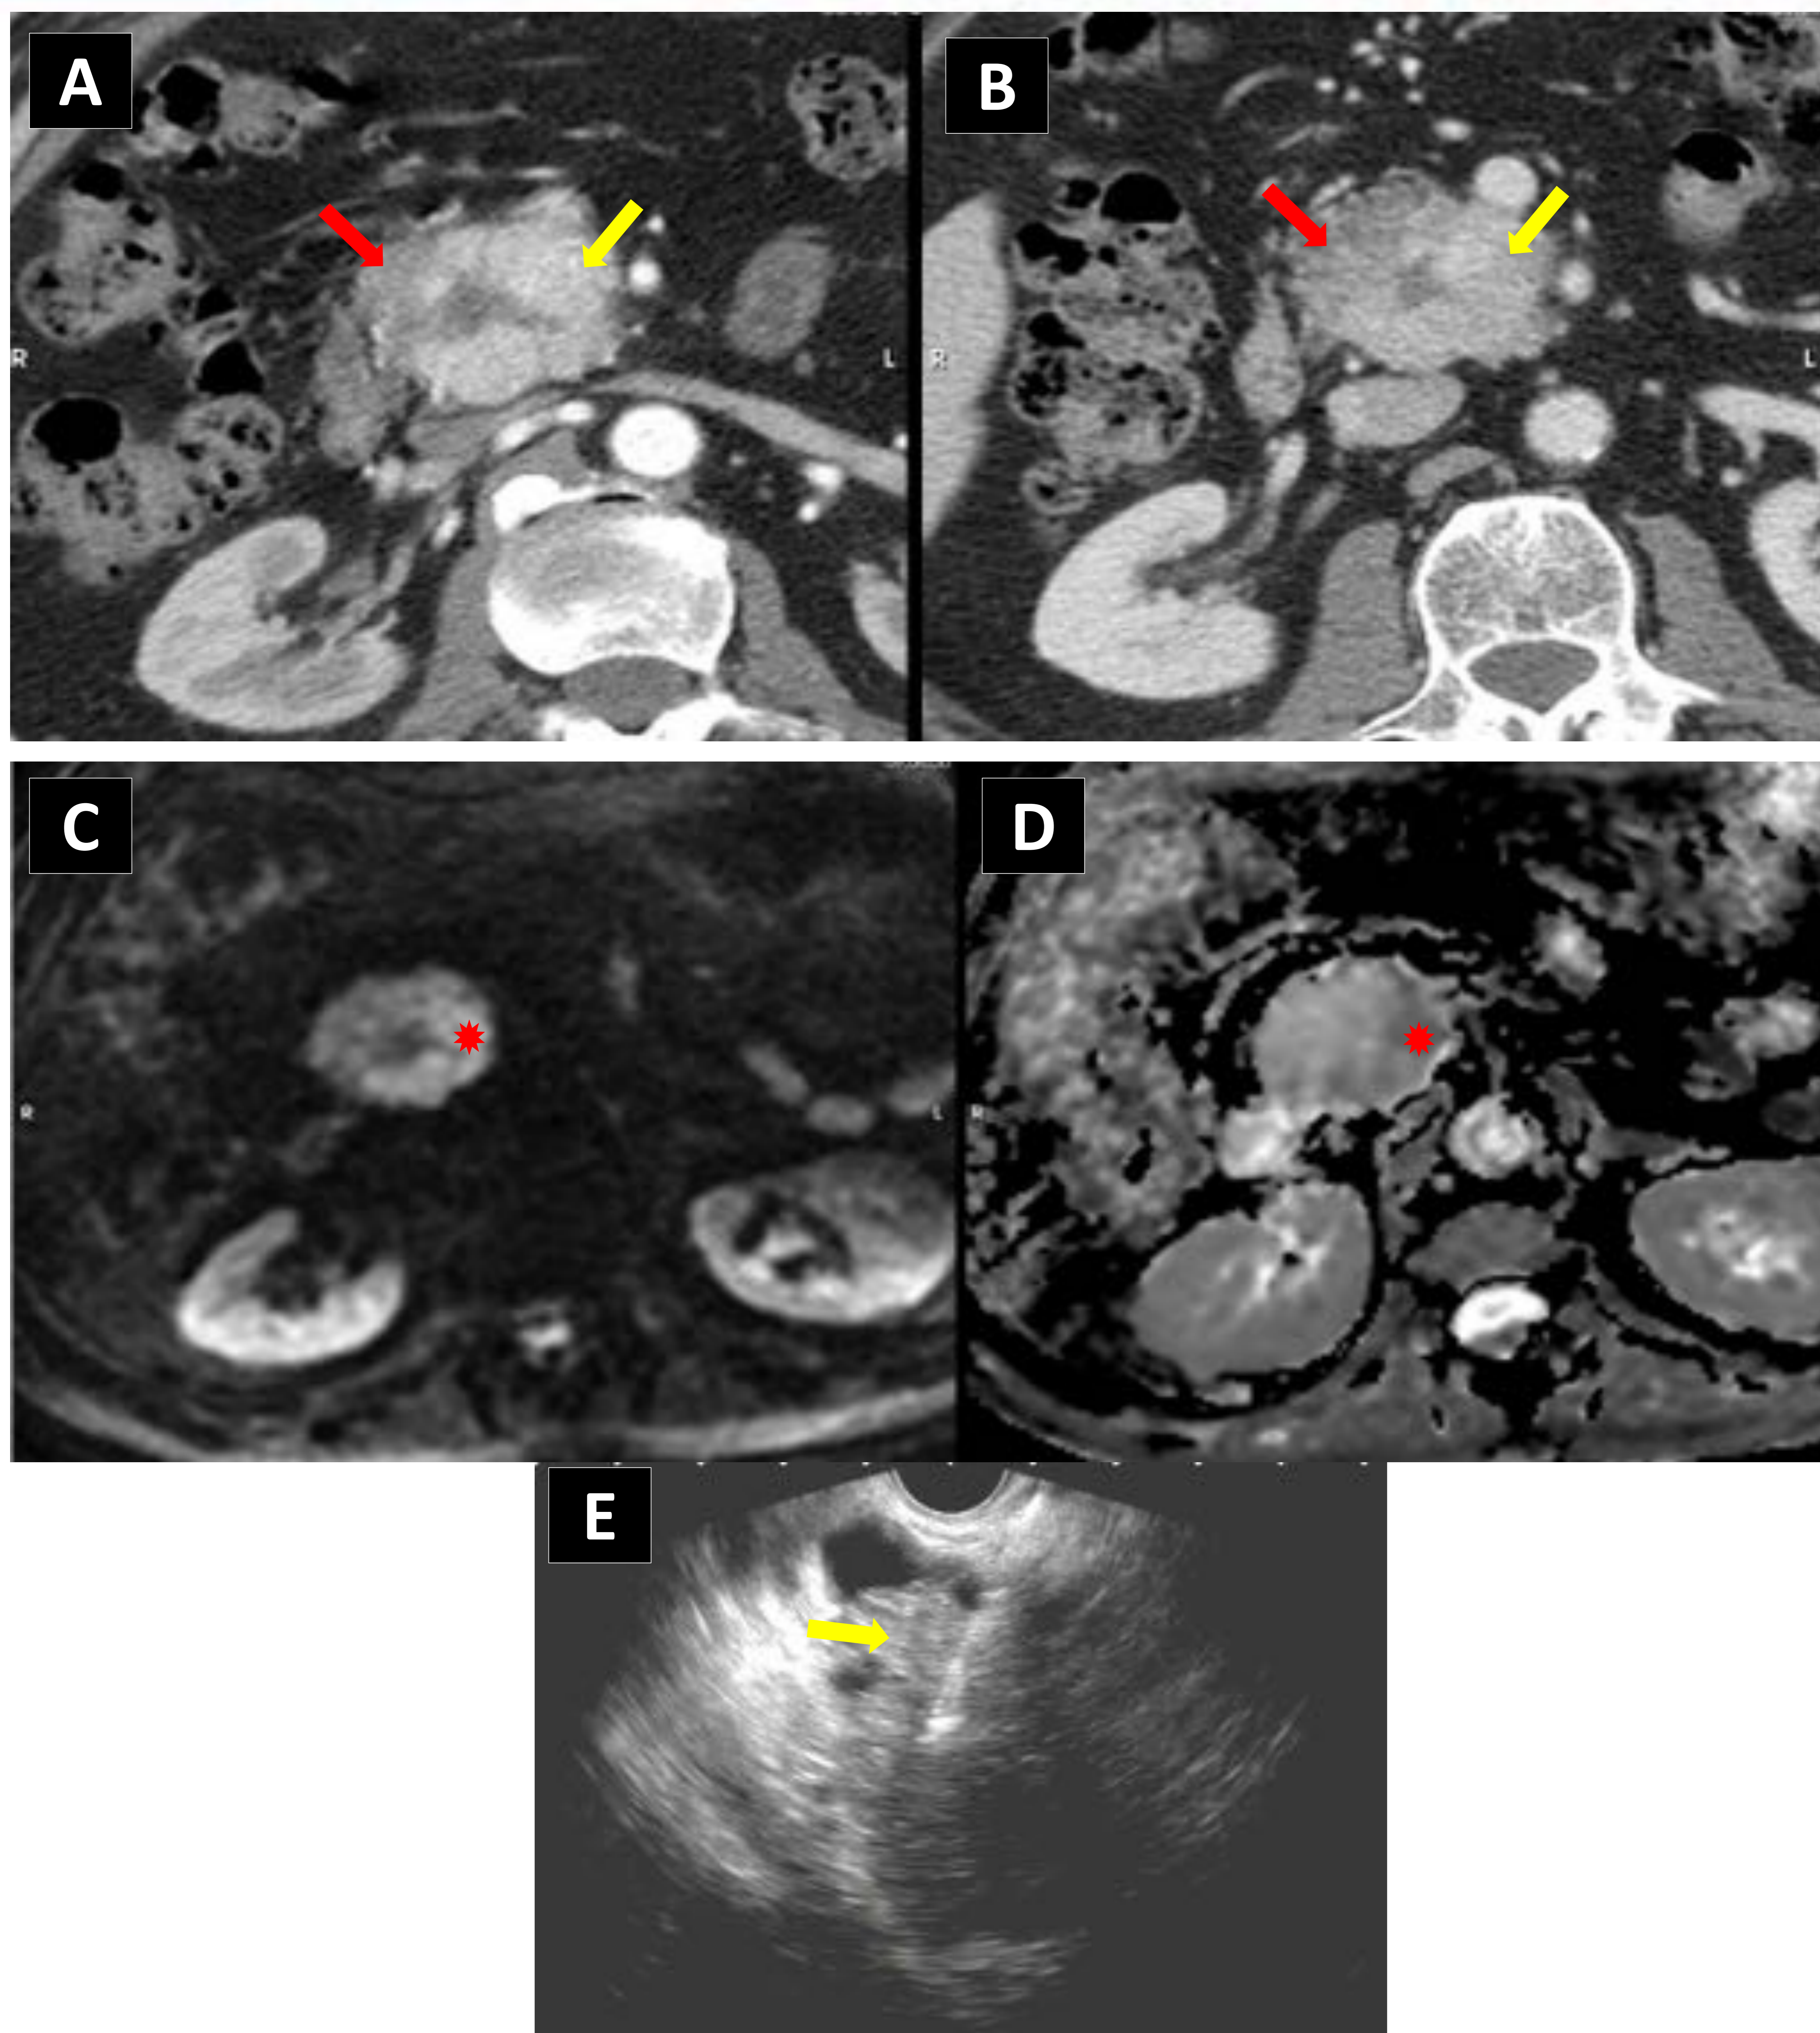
CISTADENOMA SEROSO. Paciente varón de 81 años, asintomático, en estudio de hipertransaminasemia. En el TC con contraste arterial (A) y portal (B), se identifica una lesión de contornos lobulados que afecta a la cabeza y al proceso uncinado pancreáticos, presentando mayor captación de contraste en su margen medial (flecha amarilla) respecto a una menor captación en el margen lateral (flecha roja), de aspecto microquístico. En la RM DWI (C) y ADC (D), la lesión tiene restricción de la difusión en la región medial de la lesión (asterisco rojo). Los hallazgos plantean diagnóstico diferencial entre un tumor neuroendocrino quístico y cistoadenoma seroso. Se decide realización de PAAF POR EUS (E) de una área sólida sospechosa de aspecto hiperecogénico (flecha amarilla), sin resultados concluyentes, por lo se decide conducta quirúrgica con duodenopancreatectomía cefálica, observando en estudio anatomopatológico una lesión con áreas microquísticas, áreas fibroedematosas y cicatriz central, sin comunicación con el conducto pancreático principal, todo ello compatible con cistadenoma seroso (CAS).
